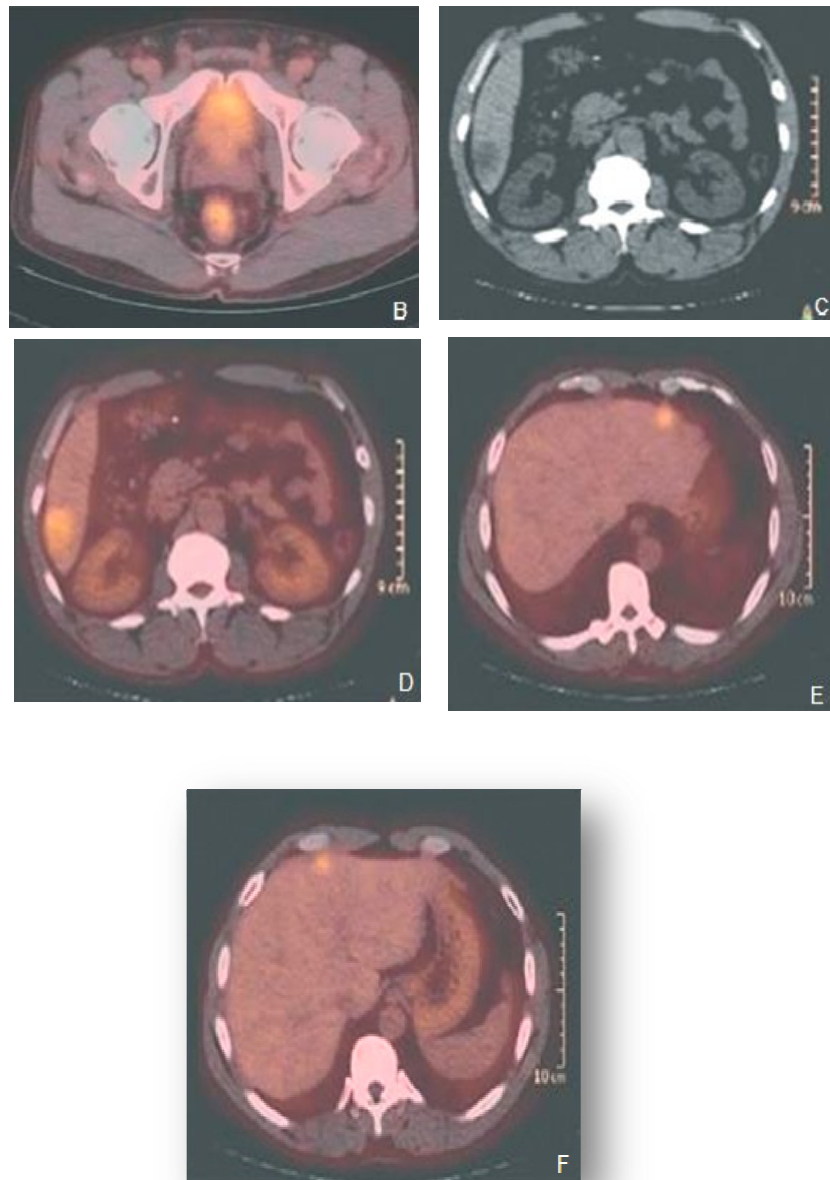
TEP/TDM au fluorodésoxyglucose (FDG) demandée pour caractérisation d'une lésion hépatique du segment VI suspecte de métastase, découverte sur la TDM réalisée pour stadification d'un cancer du rectum.
